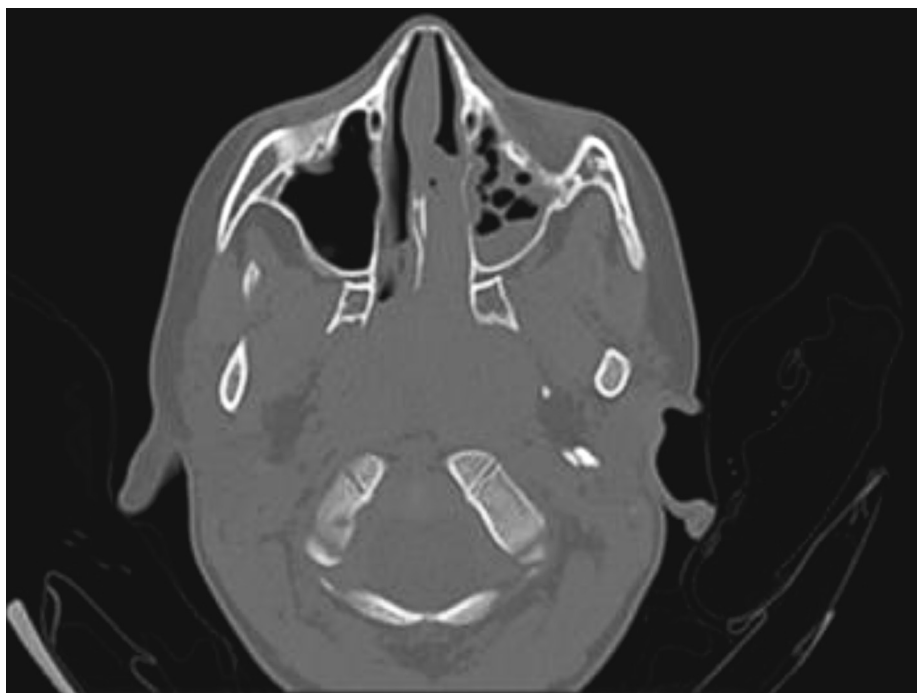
КТ лицевого черепа пациента, 22.12.2022 (патологический субстрат в левой ВЧП, полости носа слева, носоглотке)
